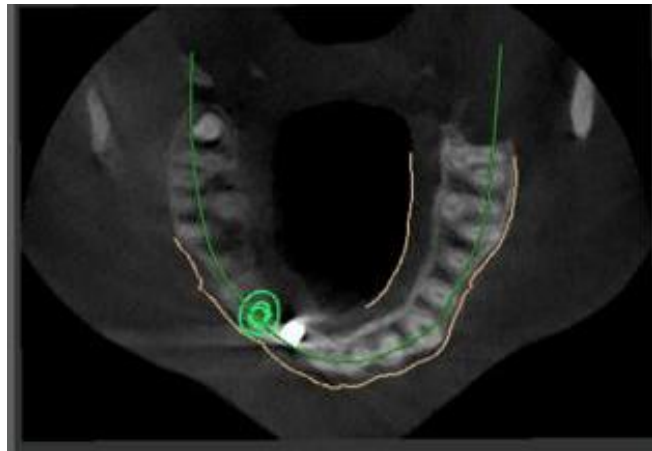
Tomografía vista en corte axial. Cortesía Esp. Gabriela Millán.
